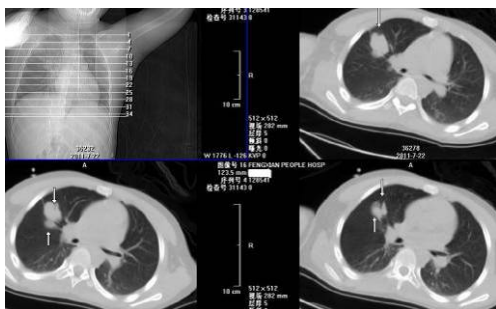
创伤后1月, CT示晕征消失, 仍可见多个血肿聚集状
